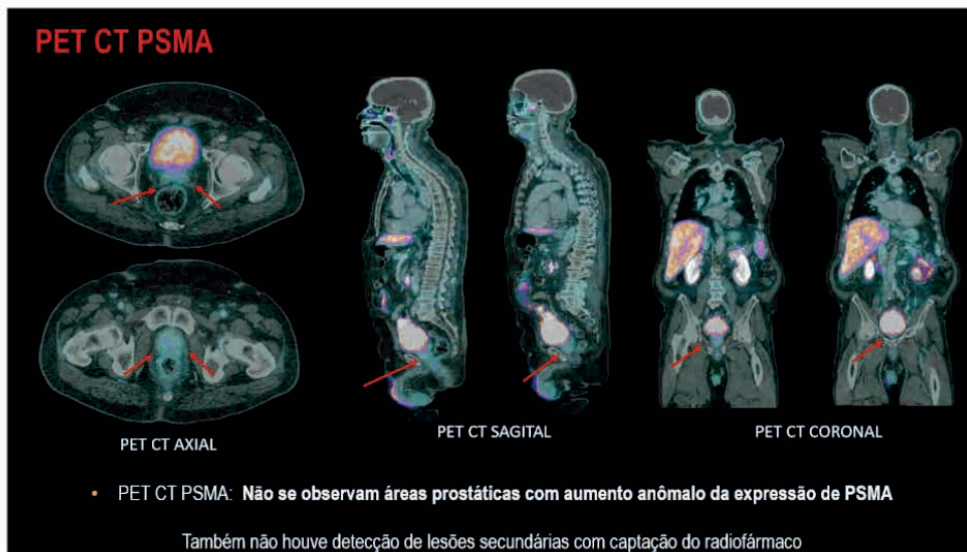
Resultados de PET-CT PSMA
